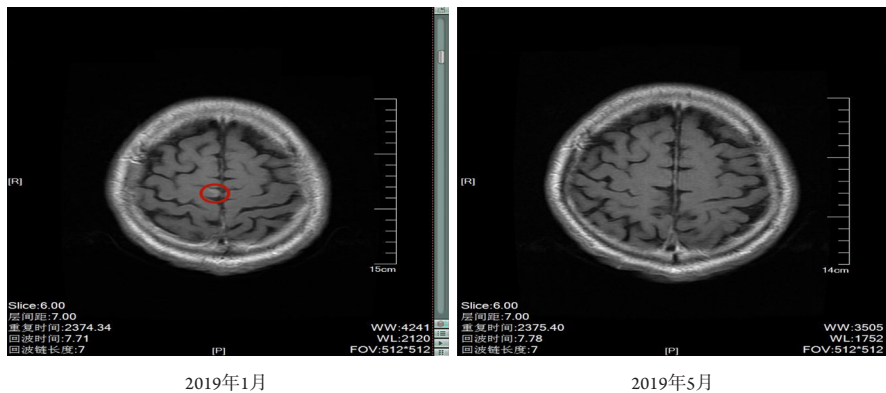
2019年1月与2019年5月脑MRI增强对比
